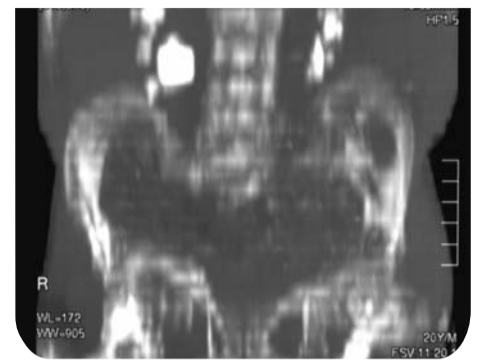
Компьютерная томография. Справа в верхних, средних и нижних группах чашечек определяются множественные конкременты диаметром 0,3 - 1,9 см. В лоханке - конкремент размером 2,9x2,0x1,4 см. Слева во всех группах чашечек определяются множественные конкременты, диаметром 0,5 - 0,9 см
